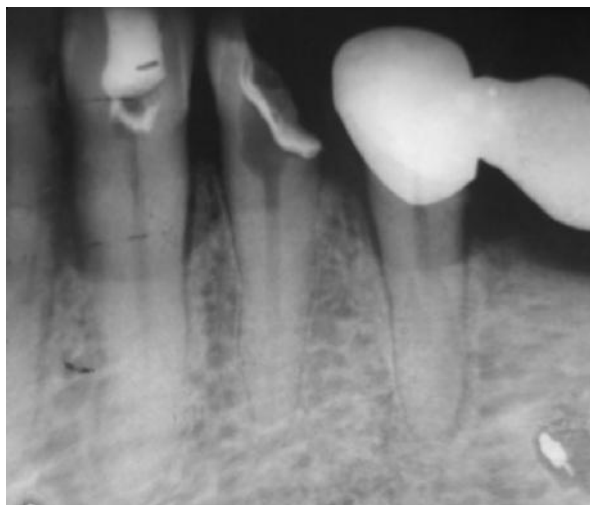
Копия прицельной рентгенограммы больного Г, 47 лет, и.б. 1945. Диагноз: ГП, II-III степени. 3-я группа. Определяются очаги вертикальной деструкции альвеолярной кости. Состояние до операции.
